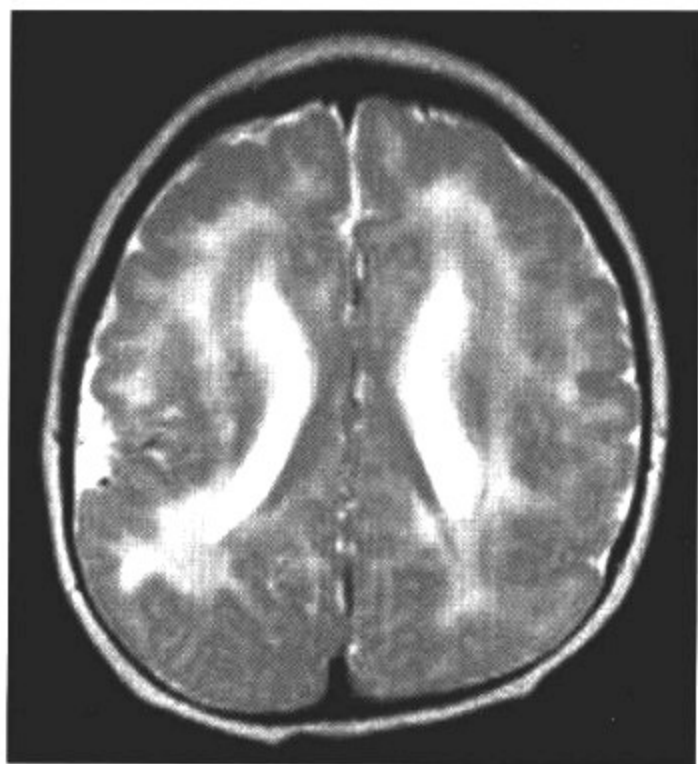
常规 MRI T<sub>2</sub>WI
